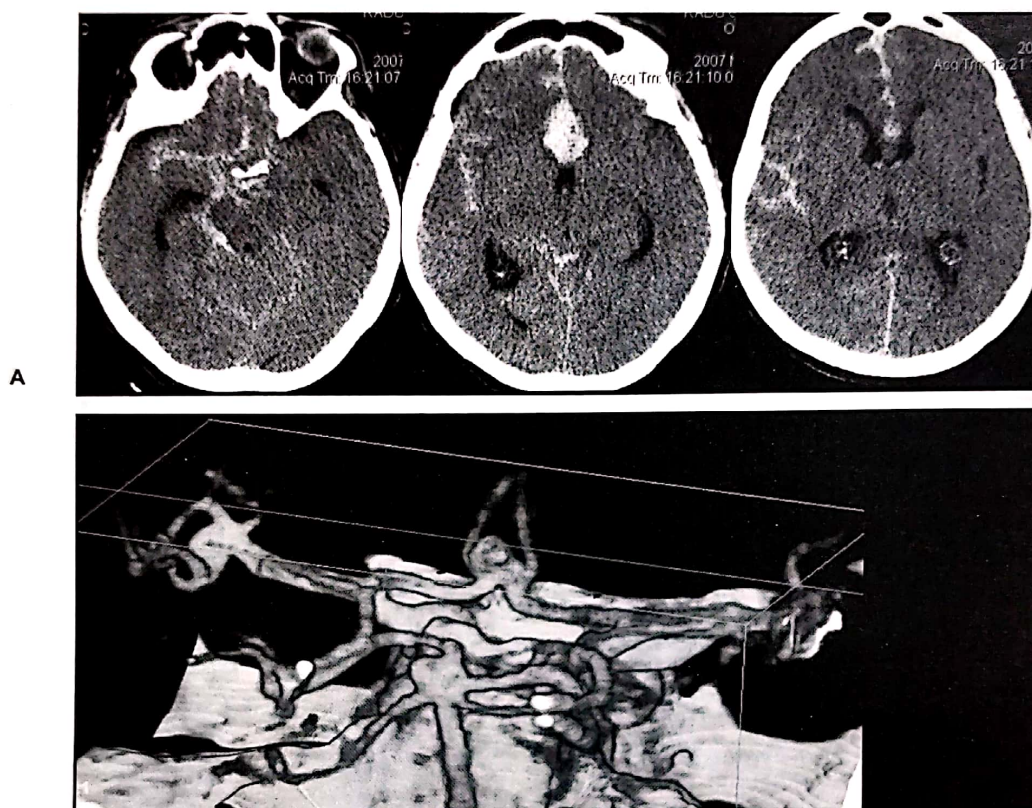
Caz cu anevrisme cerebrale multiple: anevrism de arteră comunicantă anterioară rupt și anevrisme de bifurcație de arteră cerebrală medie stângă și de vârf de bazilară asociate nerupte. A) Imagini CT: HSA grup Fisher III și B) angiografie CT vedere posterioară.
